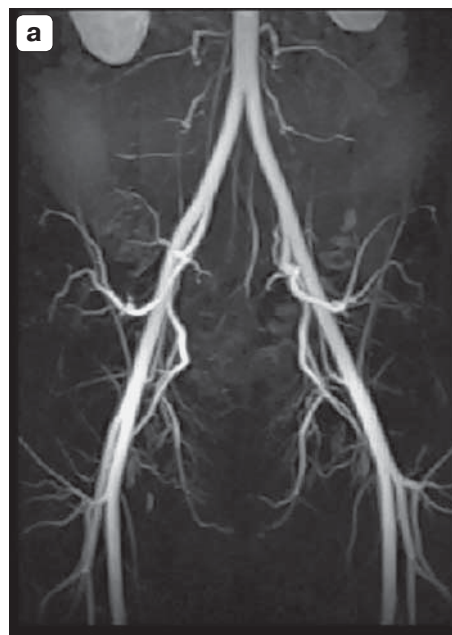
Contrast-Enhanced (Gd) MR-Angiography in mode 3D CE MRI-Gd GRE. a – the image shows a quality improved visualization of iliac and femoral vascular segments in norm (from [50]); б – the image demonstrate occlusion of the right superficial femoral and popliteal arteries. On the left side, note diffuse aneurysmal disease of the distal superficial femoral and popliteal arteries. The posterior tibial artery is patent and enlarged, the peroneal artery is occluded and the left anterior tibial artery is of small caliber. (from [79]).
